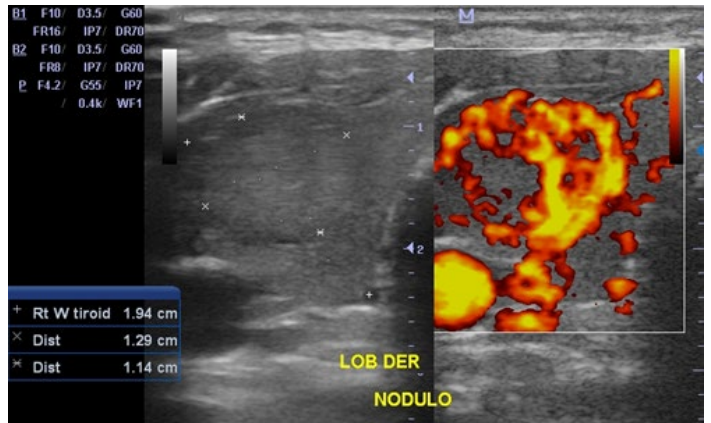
Nódulo sólido en lóbulo derecho de la tiroides, hipervascularizado al doppler de potencia.
